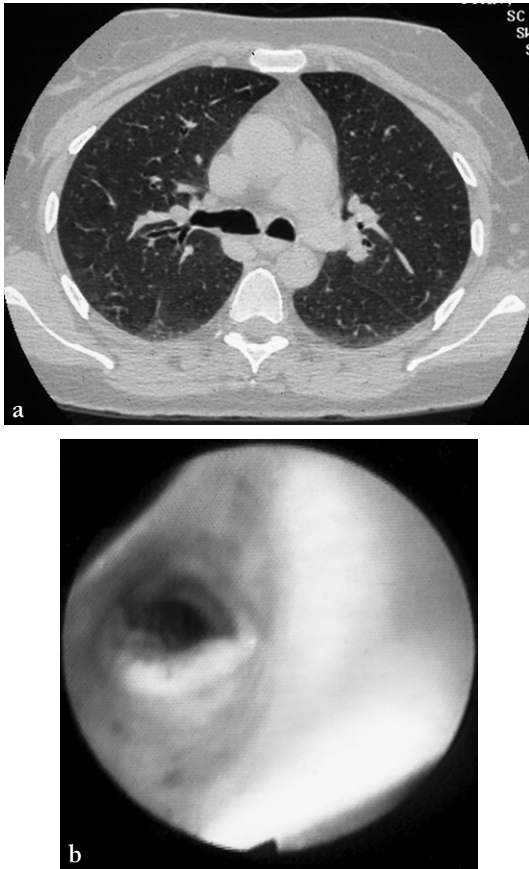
Tumeur à cellules granuleuses d'Abrikossoff. (a) TDM subnormale sauf (peut-être) au niveau de la bronche principale droite, chez un sujet présentant des hémoptysies. (b) Vue endoscopique. Matériel fait de cellules volumineuses avec cytoplasme éosinophile et micro-granuleux marqué par l'anticorps anti-PS 100.
